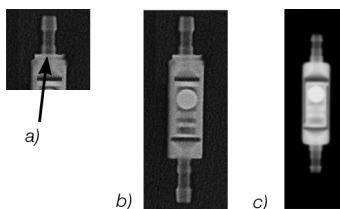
Image radiographique de l'unité opérant par gravité
